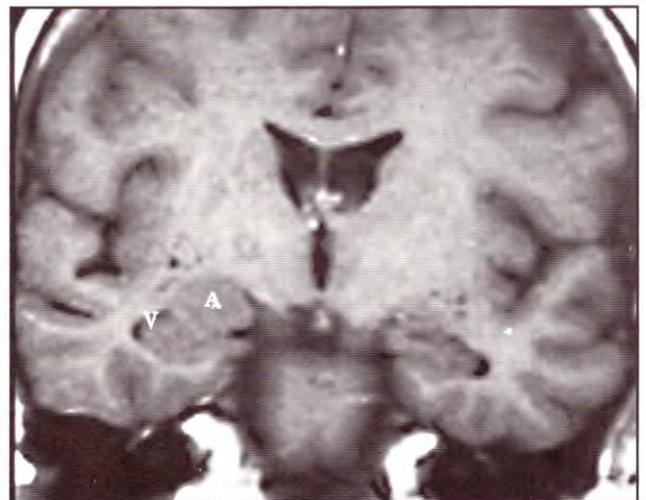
Corte coronal de una resonancia magnética donde se aprecia el tallo temporal, que es la estructura que se encuentra entre el surco inferior de la ínsula y el asta temporal del ventrículo lateral.
